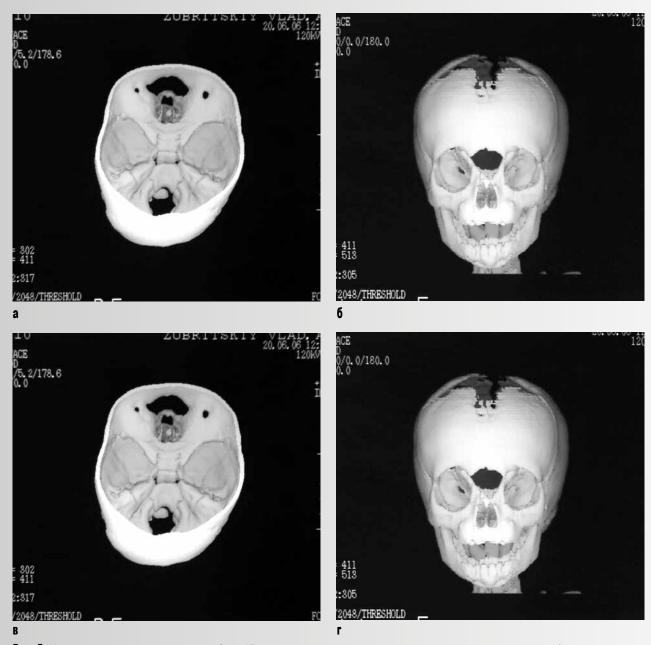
Компьютерные томограммы пациента 3. а – 3D-реконструкция основания черепа: внутренний костный грыжевой дефект располагается в области слепого отверстия; б – 3D-реконструкция черепа: определяется комбинированный наружный костный грыжевой дефект, который затрагивает лобную кость, передне-верхние отделы медиальных стенок глазниц и носовые кости, носовые кости смещены вниз и гипоплазированны, внутренние стенки глазниц смещены латерально; в – в аксиальной проекции: содержимое передней черепной ямки (прямые извилины, оболочки мозга и ликвор субарахноидальных пространств) через костный грыжевой канал распространяется под кожу носо-глазничной области; г – 3D-реконструкция черепа через 1 месяц после операции: в области наружного грыжевого дефекта визуализируется костный трансплантат
